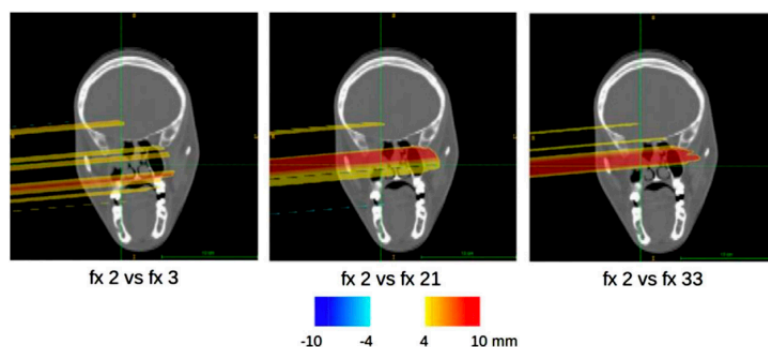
esempio di mappe di conformità relative all'analisi dell'immagine dell'attività di diverse frazioni (fx) del paziente 006P, sovrapposte alla TC di pianificazione.
